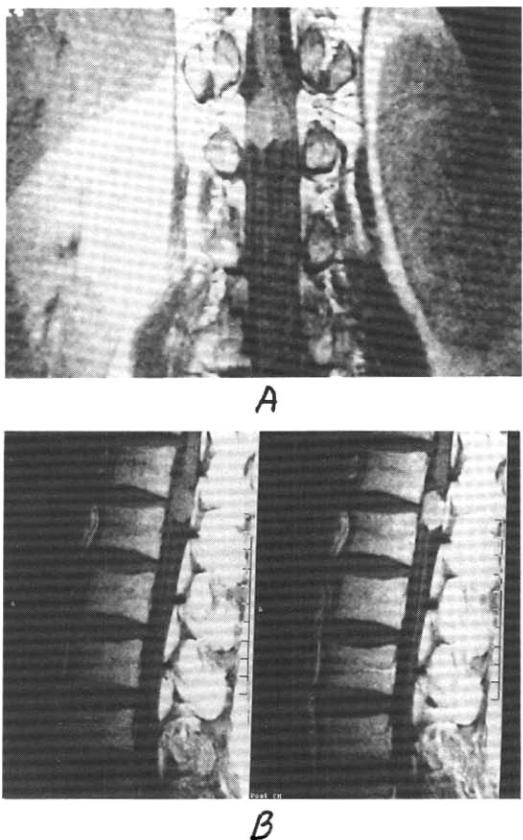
Coronal view. B. Sagittal view. Gadolinium enhanced T1-weighted MRI scans show the round oval shaped high signal intensity mass and the associated displacement of the spinal cord in thoracolumbar spine. The widening of the premedullary subarachnoid space above the mass is characteristic of intradural extramedullary mass.
